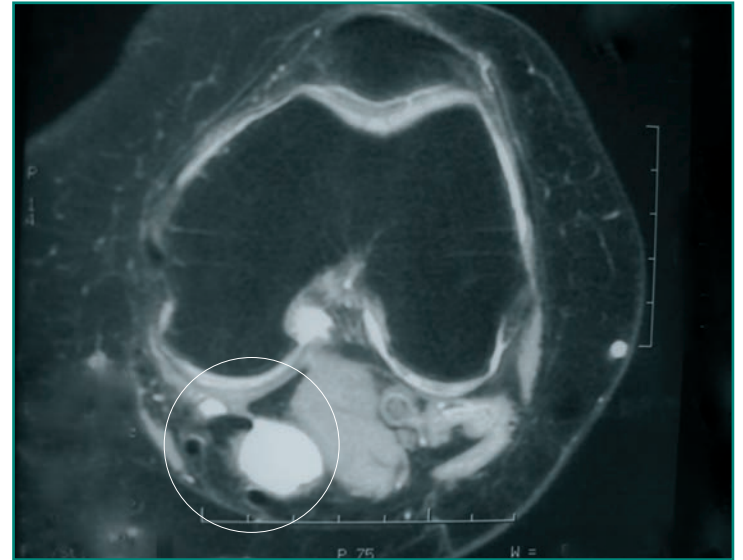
Imagen de resonancia magnética que muestra un quiste sinovial en la región posterior de la rodilla, conocido como quiste de Baker.
